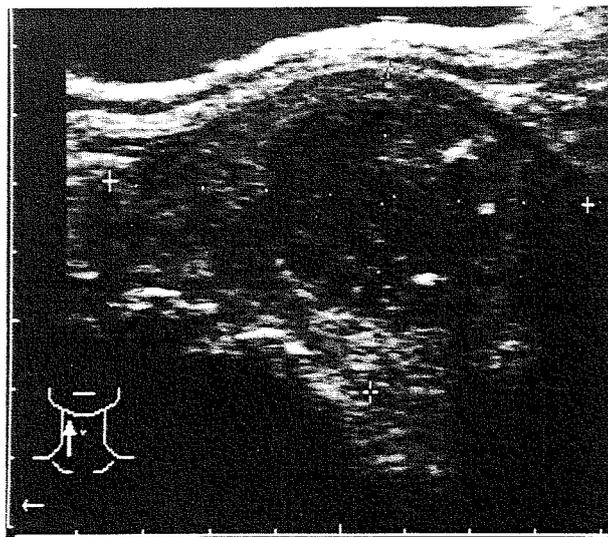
Échographie thyroïdienne. L'ensemble du lobe droit est hypoéchogène. En position centrale, on observe une lésion bien encapsulée, encore plus hypoéchogène, correspondant à l'adénome. Il existe quelques zones échogènes au sein de la formation kystique et correspondant à des débris nécrotiques ; trois zones hyperéchogènes dans la partie inférieure du kyste correspondent à des calcifications.
